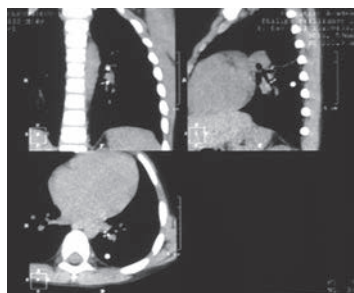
КТ грудной клетки — кальцинаты во внутригрудных лимфоузлах и легочной ткани (клинический пример № 3).
